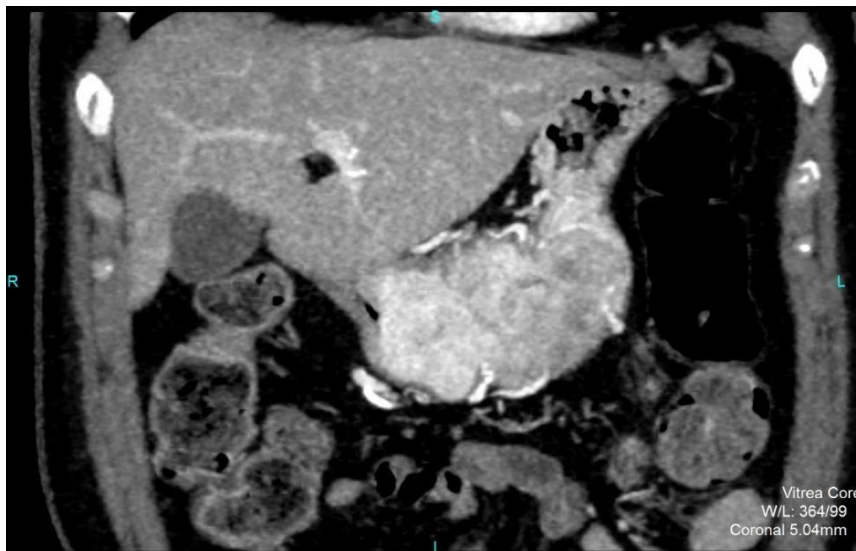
CT pregled abdomena, aksijalni plan u venskoj fazi pregleda jasno pokazuje parcijalno nekrotičnu, tumorsku promenu koja komprimuje lumen antropiloričnog segmenta želuca i put posteriorno se utiskuje u anteriorni aspekt tela pankreasa bez CT znakova infiltracije parenhima. Nalaz je upućivao najpre na tumor mezenhimalnog porekla u prvom redu GIST, što je histopatološki potvrđeno.*
